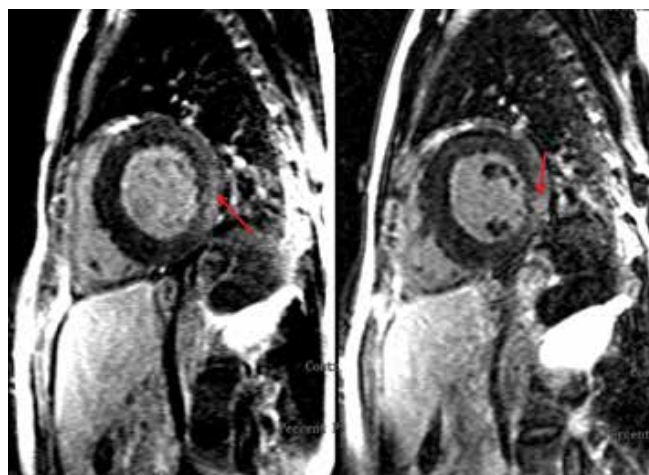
МРТ сердца в отсроченную фазу контрастирования (через 10-15 минут после в/в введения контрастного вещества). Определяется диффузное суб-эпикардальное контрастирование миокарда базального сегмента передне-боковой стенки левого желудочка, в среднем сегменте распространяющееся на все слои стенки.
